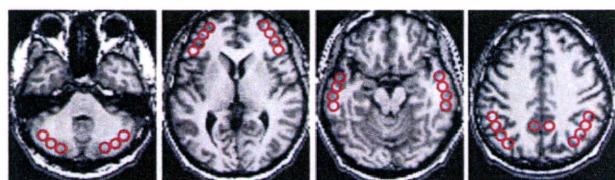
標準化 MRI 脳画像における ROI 設定
